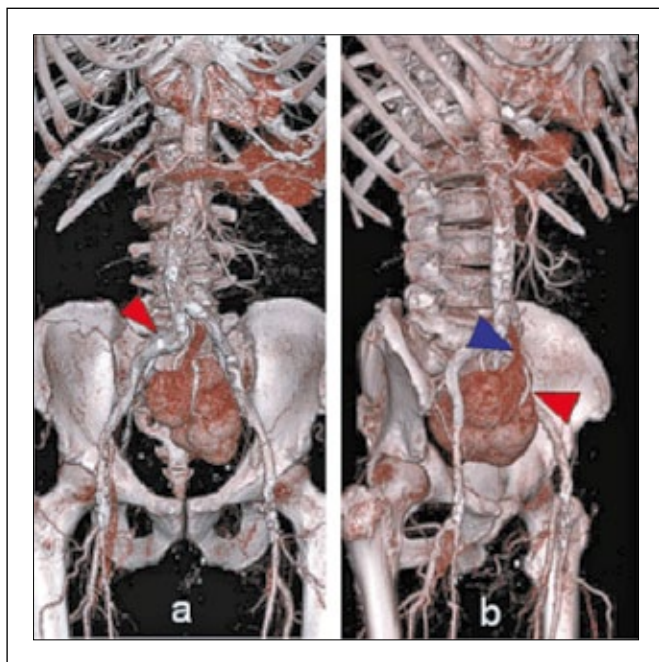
CT-Angiographie (VRT). (a): Ansicht von ventral. Große, plumpe Niere mit lobulierter Oberfläche und Lage in Projektion auf die Mittellinie, der rote Pfeil markiert den proximalen Stent; (b): Ansicht von rechts lateral. Ventral gelegener Hilus mit V. renalis (blauer Pfeil) und A. renalis (roter Pfeil).
